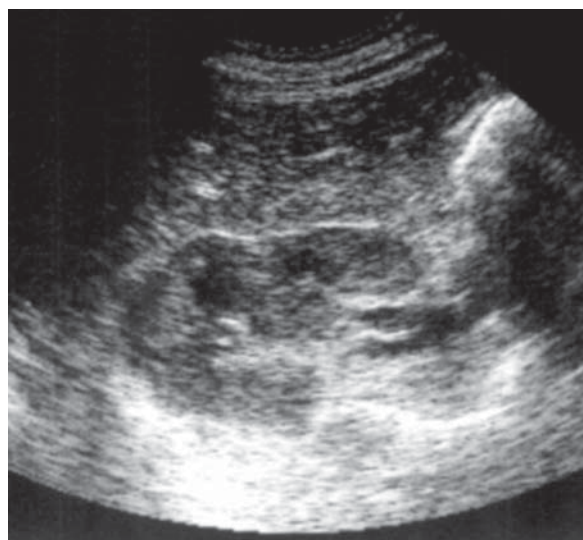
Proeminență suprahilară. Ecografie, secțiune transversală.
